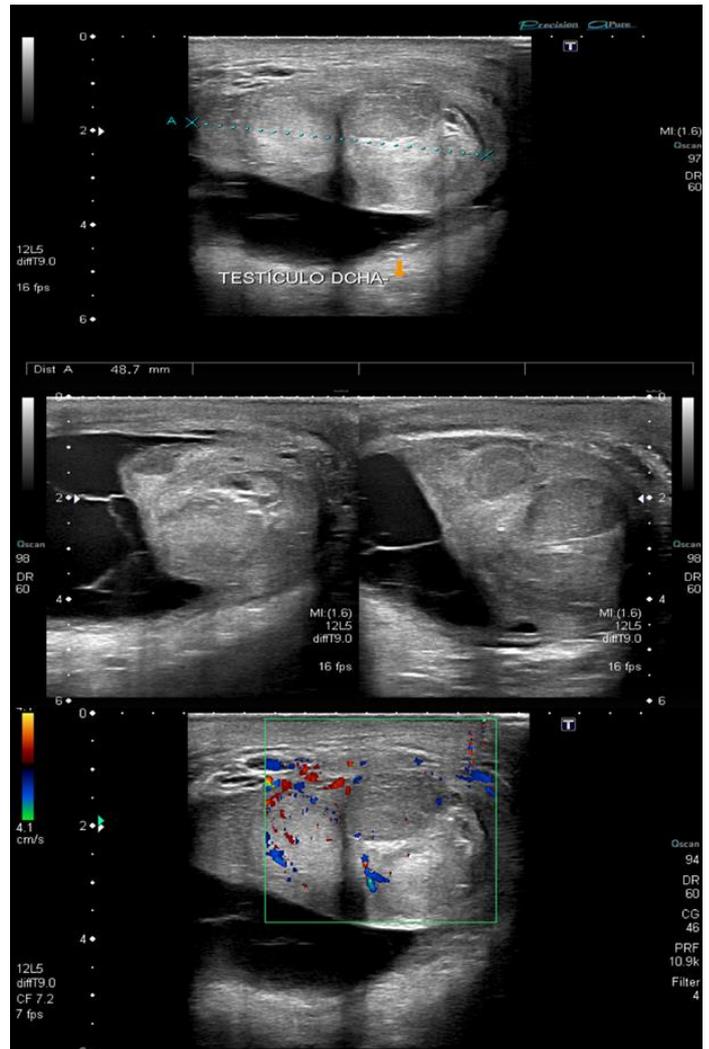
La ecografía muestra un testículo derecho de gran tamaño, con apariencia multinodular y vascularización evidente Doppler positiva.
